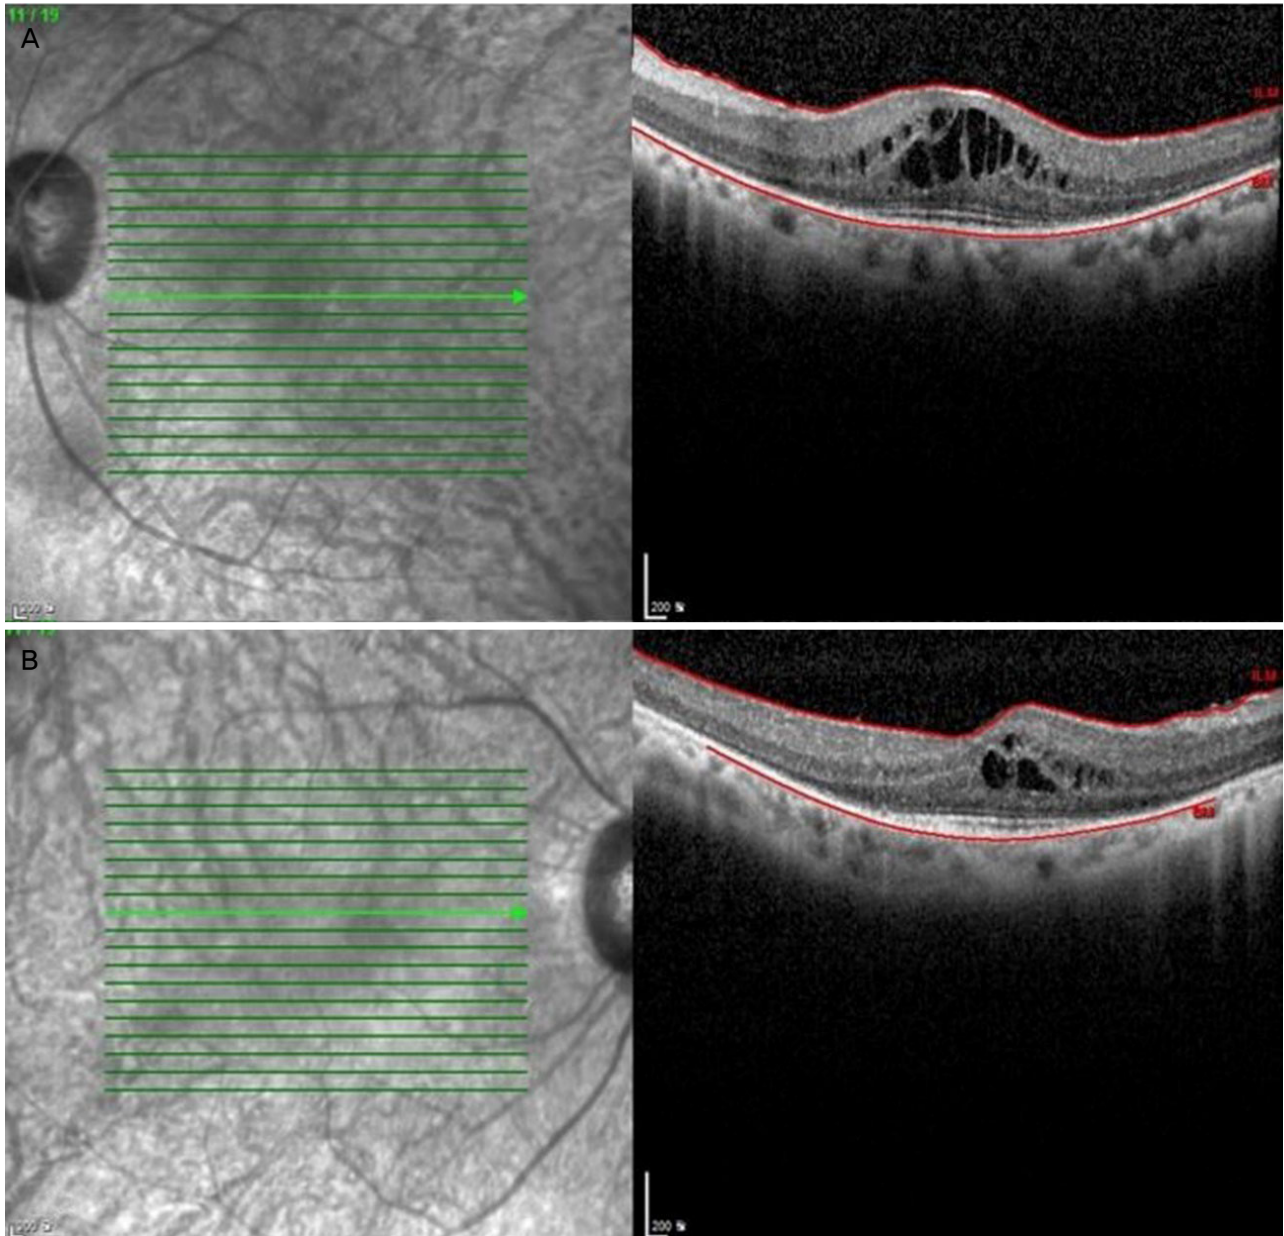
Optical coherence tomography scan showing cystoid macular edema in both eyes. (A) Central macular thickness in right eye: 308 μm . (B) Central macular thickness in left eye: 422 μm .
